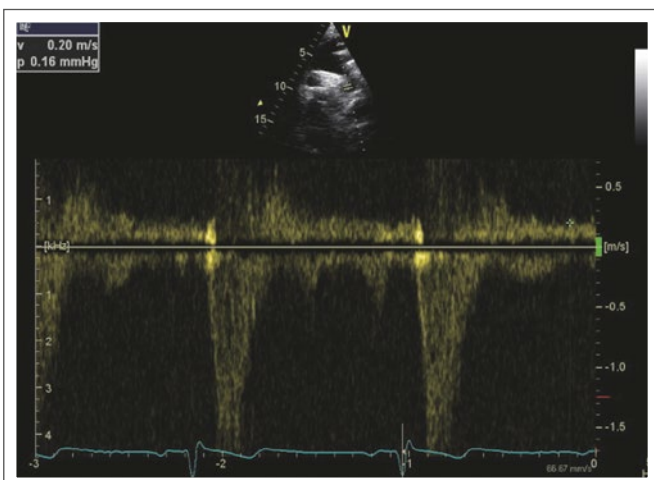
Blick von suprasternal („14:00“-Ebene also leicht schräg nach hinten), PW-Doppler in Aorta descendens. Holodiastolischer Reflux (> 2 m/s; siehe kleinen grünen Stern* im Bild) bei schwerer Aorteninsuffizienz (AI).
